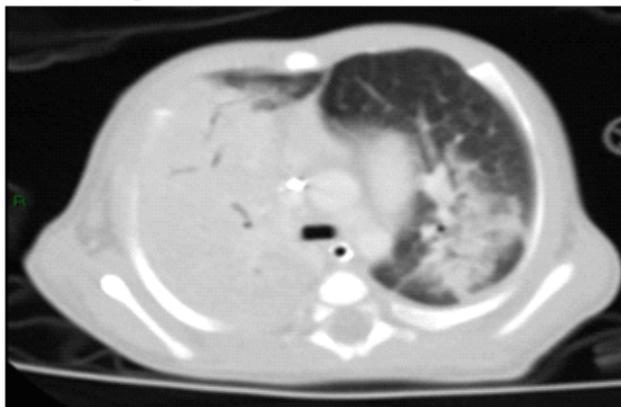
Tomografía de tórax con consolidación apical derecha.
